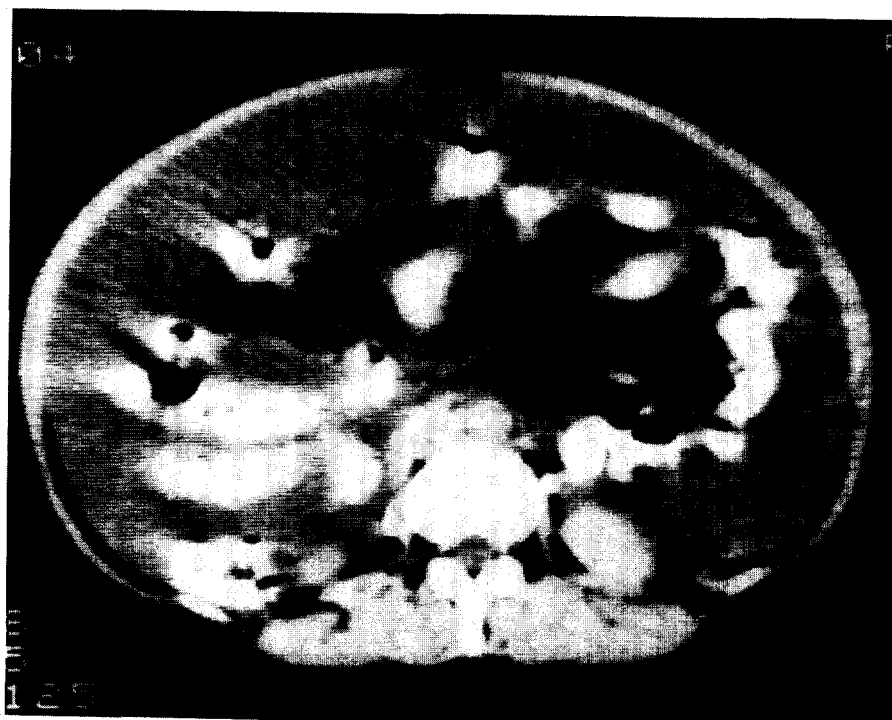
Massive ascites with centrally located bowel loops & thickened omentum in CT.
